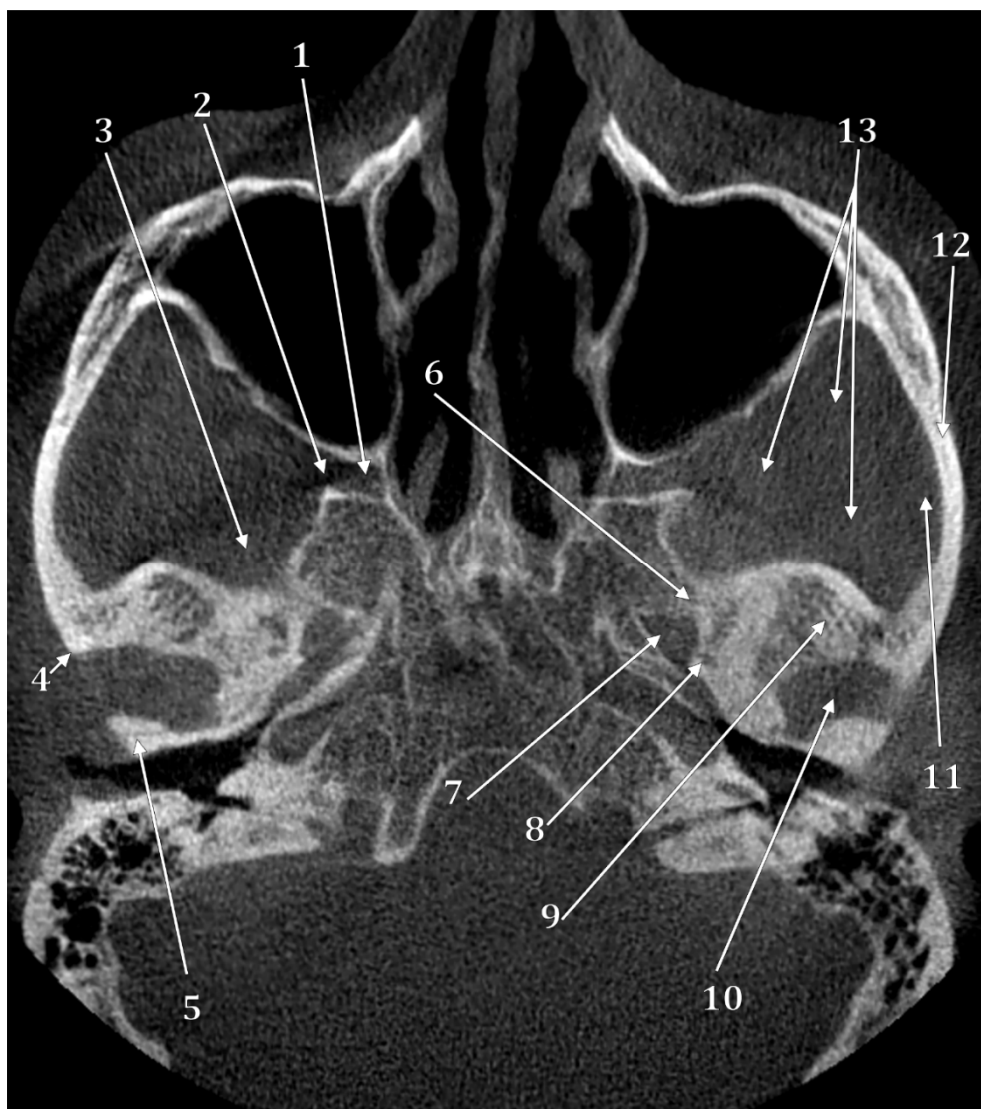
Secțiune CBCT axială prin tavanul fosei infratemporale. 1.fosa pterigopalatină; 2.fisura pterigomaxilară; 3.fasciculul superior al m.pterigoidian lateral; 4.tuberculul zigomatic anterior; 5.tuberculul zigomatic posterior; 6.aripa mare sfenoidală; 7.gaura ovală; 8.gaura spinoasă; 9.tuberculul articular/condilul temporalului; 10.spațiul articular temporomandibular; 11.m.maseter; 12.arcada zigomatică; 13.m.temporal.
